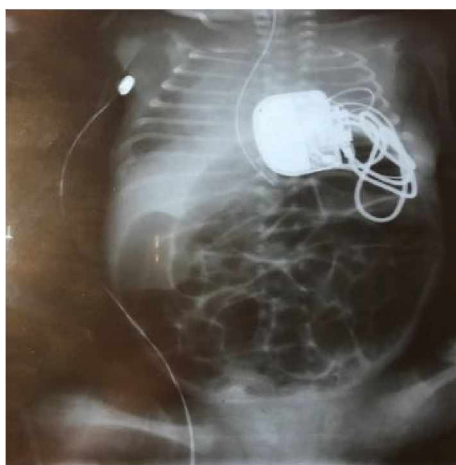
Рентгенографический снимок грудной и брюшной полостей ребенка на 23 сутки жизни
